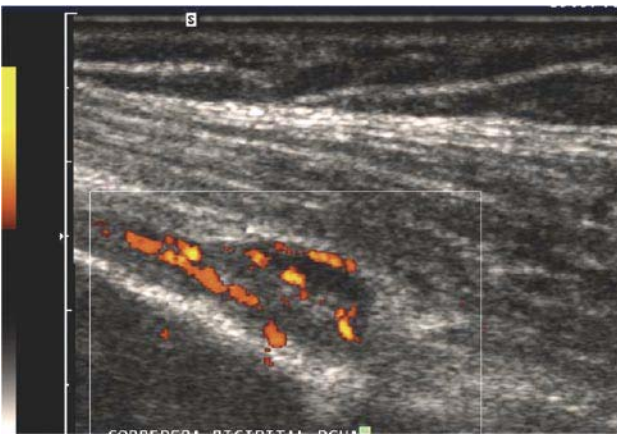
b. U.S Power-Doppler-Color del tendón largo del Biceps del caso anterior: Aumento de vascularización en el interior del tendón y en la zona de sinovial donde se encuentra el líquido peritendinoso (Tendinosis con Peritendinosis).
